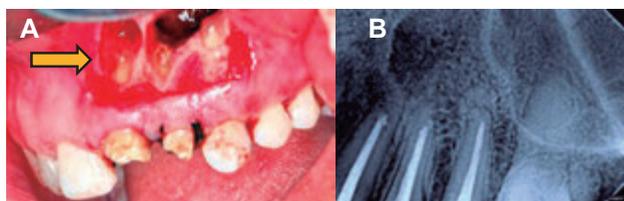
A: Dientes 2.1, 2.2, y 2.3 finalizados con obturación retrógrada. B: Radiografía control 1 año después de intervención quirúrgica. Fuente: Propias de los autores de la investigación y colaboradora Tania Portillo.
